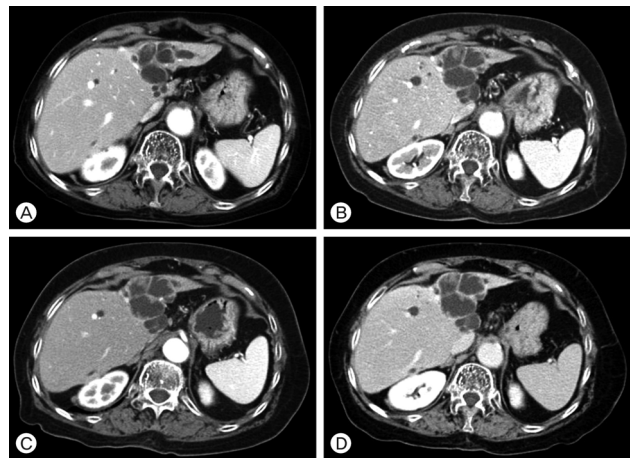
(A) Abdominal CT shows papillary mass in Lt intrahepatic duct at initial admission. (B) Follow up abdominal CT after four years reveals aggravated ductal dilatation and mass in Lt intrahepatic duct. Follow up abdominal CT after 5 years (C) and 6 years (D) shows no interval change between last examination.
